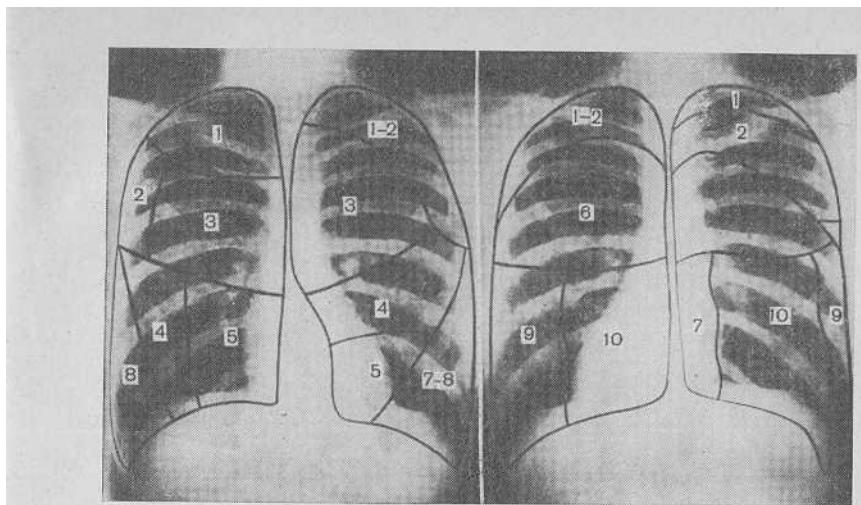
Сегменты легкого на прямых рентгенограммах.
